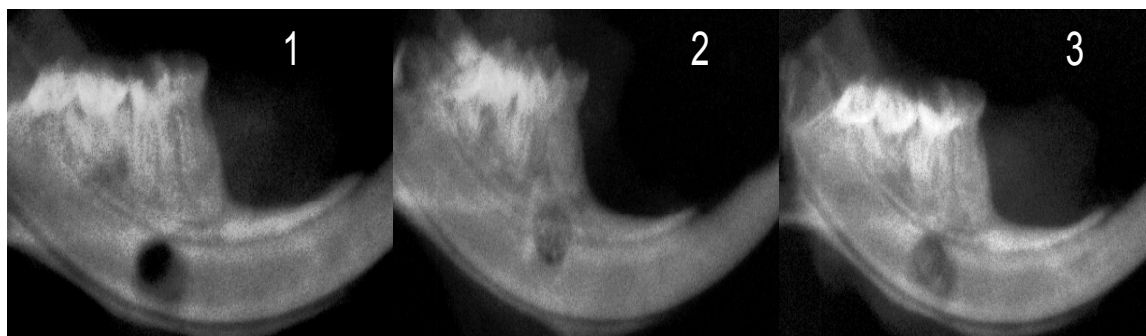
(1) X-ray image of defect modeling. (2) X-ray image of defect filled with BIO-OSS
